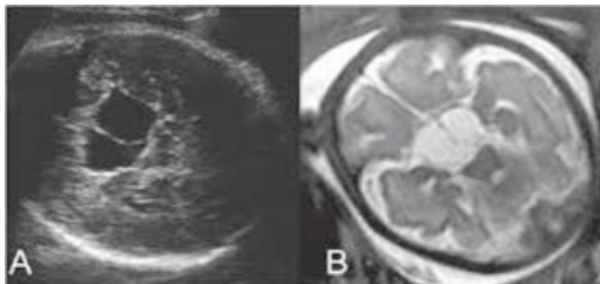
(A) Corte Axial de Ultrassonografia a nível do diâmetro biparietal. (B) Sequência T2 de Ressonância Magnética, com excelente contraste tecidual. Formação cística na área com hipersinal, compatível com cisto aracnoide.
